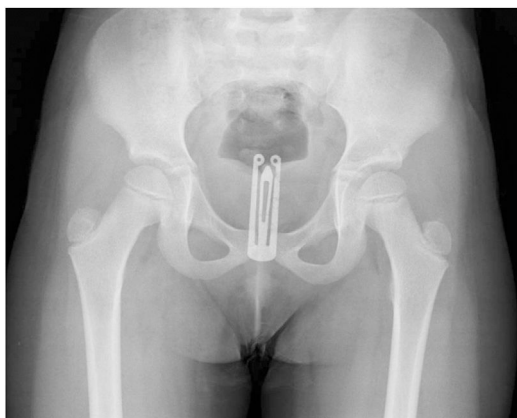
Radiografía simple de pelvis en la que se observa el cuerpo extraño.
